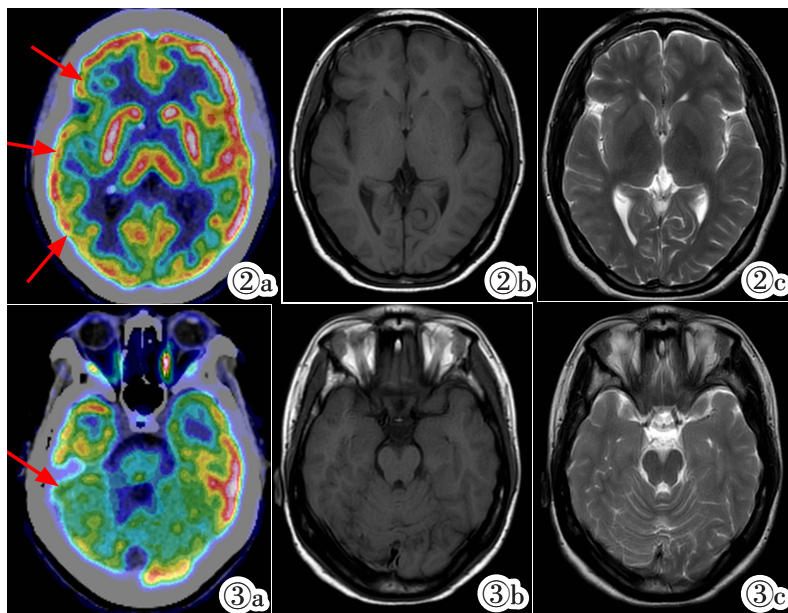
3 PET/CT 融合图像及 MRI 图像。PET/CT 融合图像提示右侧额叶、颞叶皮质代谢明显低于左侧(图 2~3a, 红色箭头), 相应层面 T₁WI(图 2~3b)及 T₂WI(图 2~3c)双侧大脑半球皮质区未见明显异常信号。
